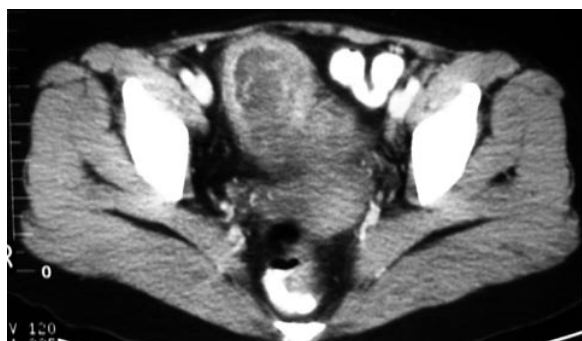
TAC abdominal. Tumor vesical infiltrante. Gran masa endoluminal con engrosamiento de la pared vesical, afectando la capa muscular y grasa perivesical.
